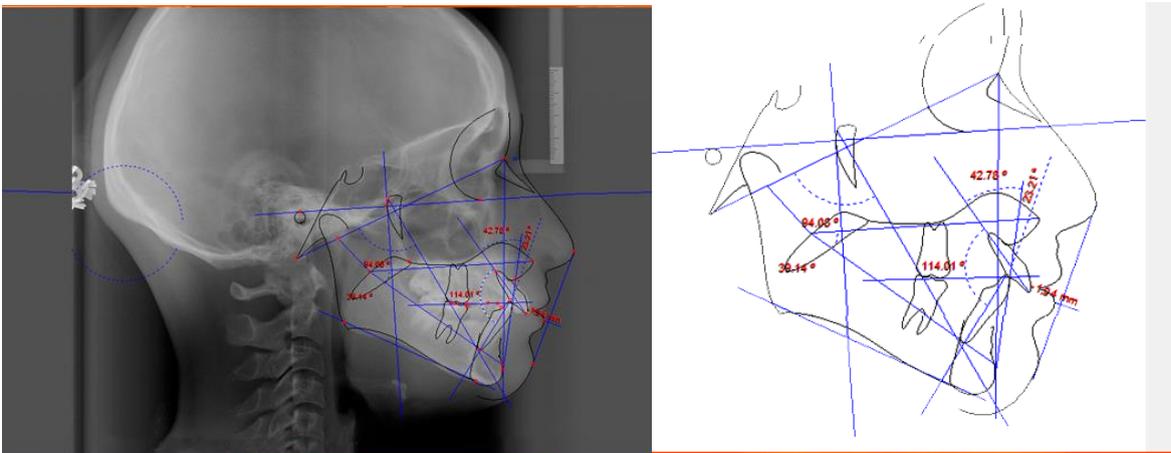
Telerradiografia e análise cefalometrica (imagem retirada da internet).
